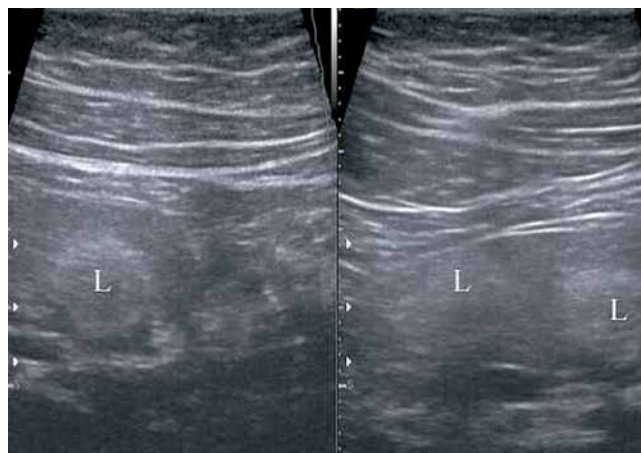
Three lipomas (L) in the small bowel mesentery, which in computed tomography showed density ranging from -57 to -74 Hounsfield units
